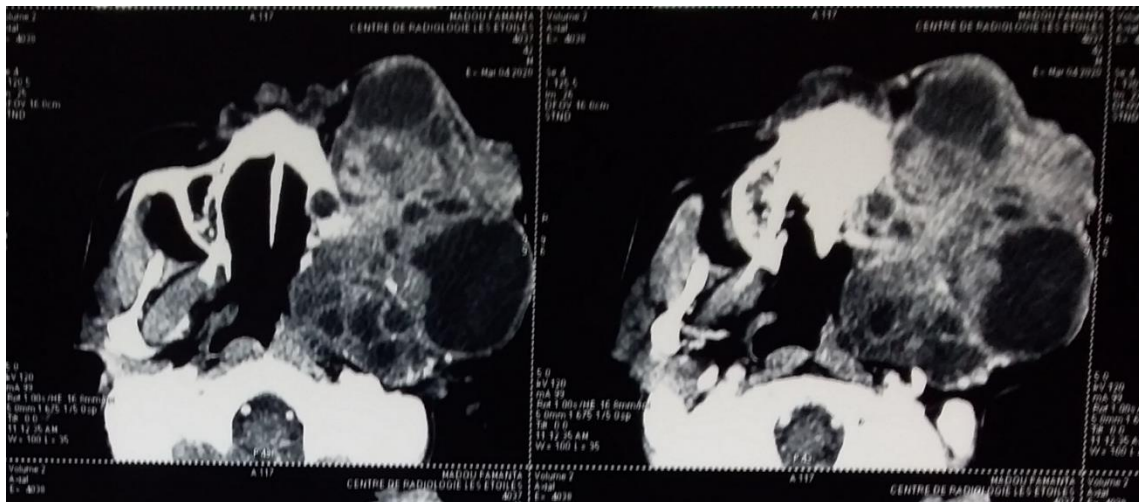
TDM montrant des images poly géodiques
